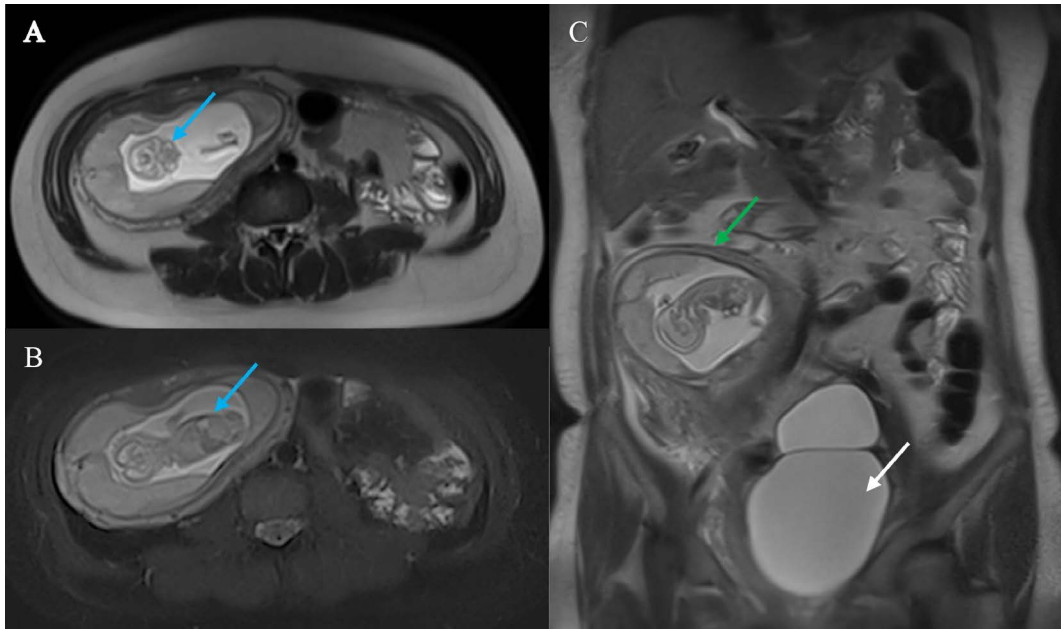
A y B. Resonancia magnética nuclear de abdomen, cortes axiales en secuencias T2 y T2 FAT SAT. C. T2 coronal.
